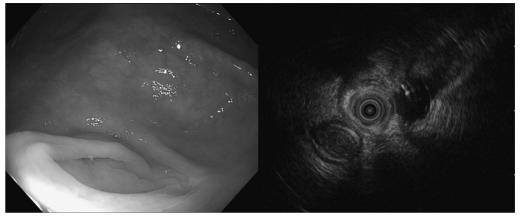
下部消化管内視鏡検査では虫垂入口部に異常所見認めず. 超音波内視鏡検査 (20mHz) では虫垂は軽度腫大あるも壁構造を保っており, 壁外から圧排される所見なし.
